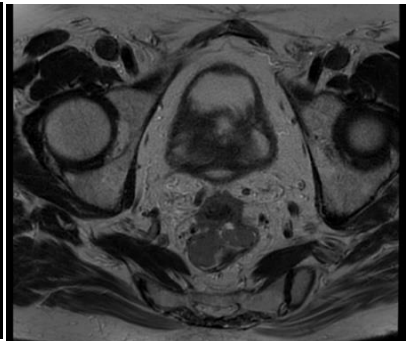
IRM SEQUENCE AXIALE T2 :
